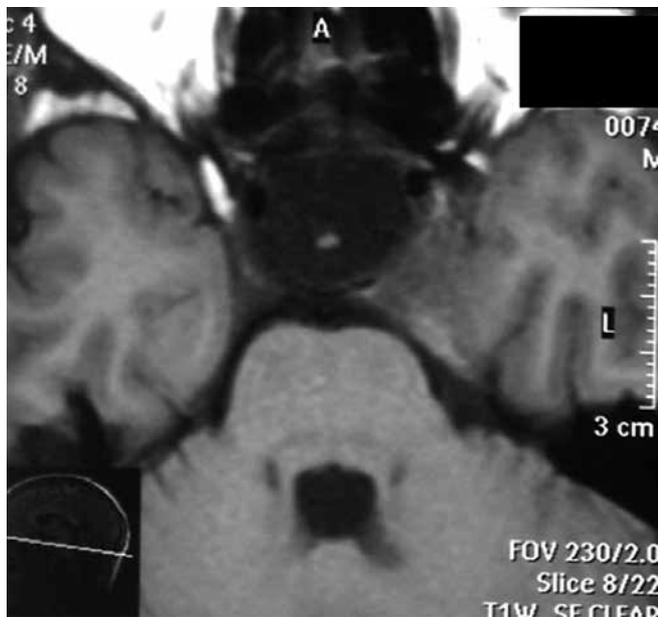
Томограмма головного мозга (09.2011 г.) пациента Л.: минимальная остаточная опухоль в левом кавернозном синусе
